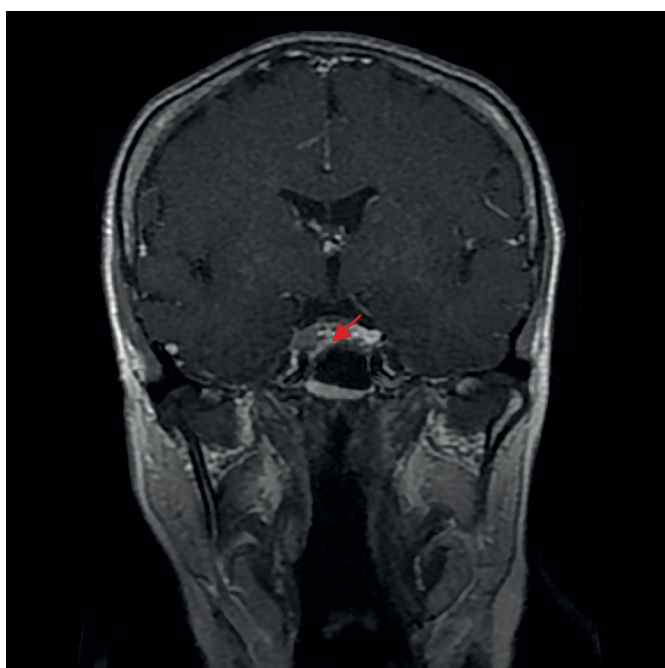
МРТ головного мозга после трансназальной аденомэктомии, 2021 г.
